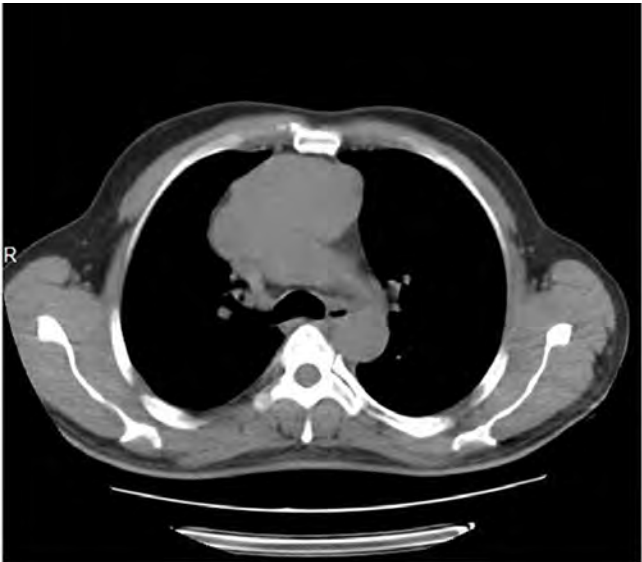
Thorax CT : 93 x 60 mm, with definite margins, lobulated mass (thymoma ?)
